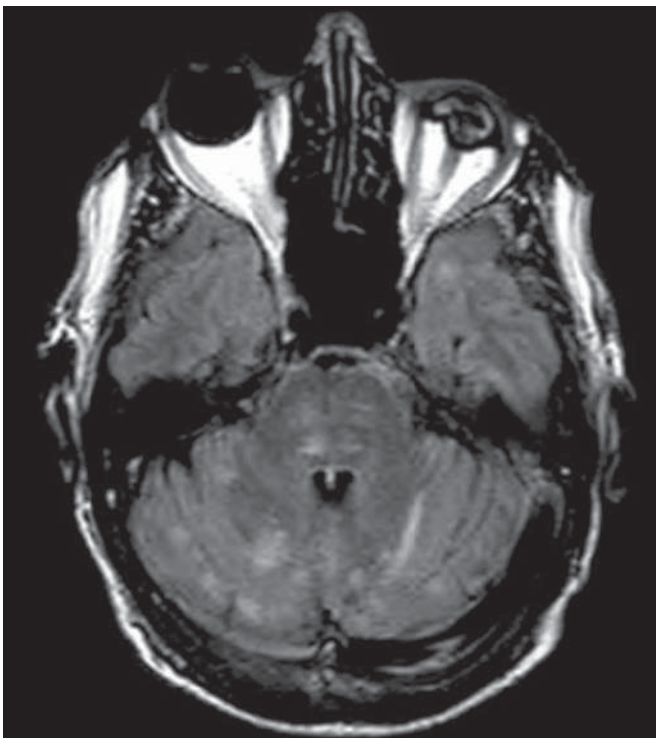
Listeria*. RM axial FLAIR mostra lesões hiperintensas irregulares e mal definidas.
